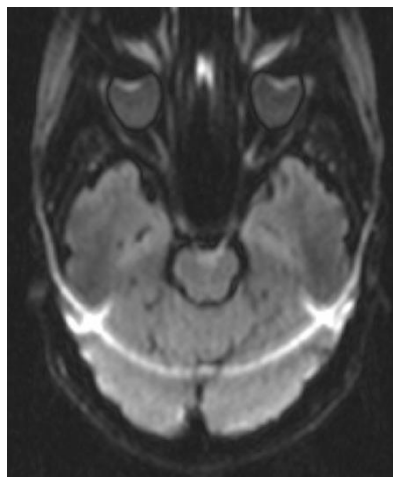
Exemplo de artefacto de desvio químico numa sequência EPI. Fonte: MRI\_Course\_Artifacts – Artifacts in MRI by S. I. Gonçalves.
